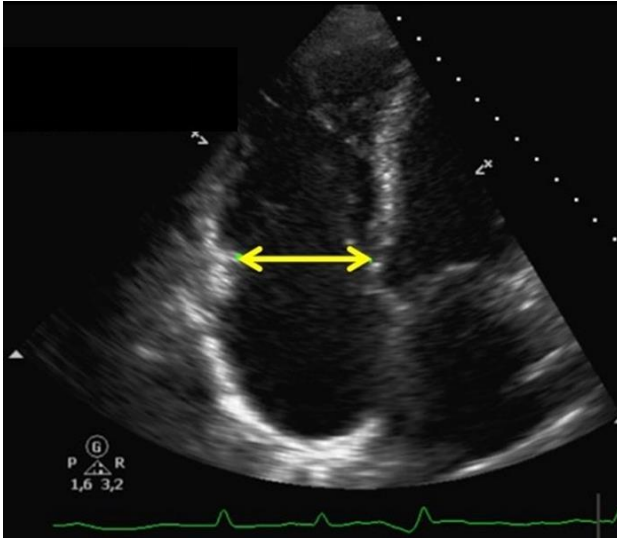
Procedimiento de medida del diámetro septolateral del anillo tricuspídeo. Se debe obtener desde un plano apical 4 cámaras enfocado en el VD y en telediástole.
